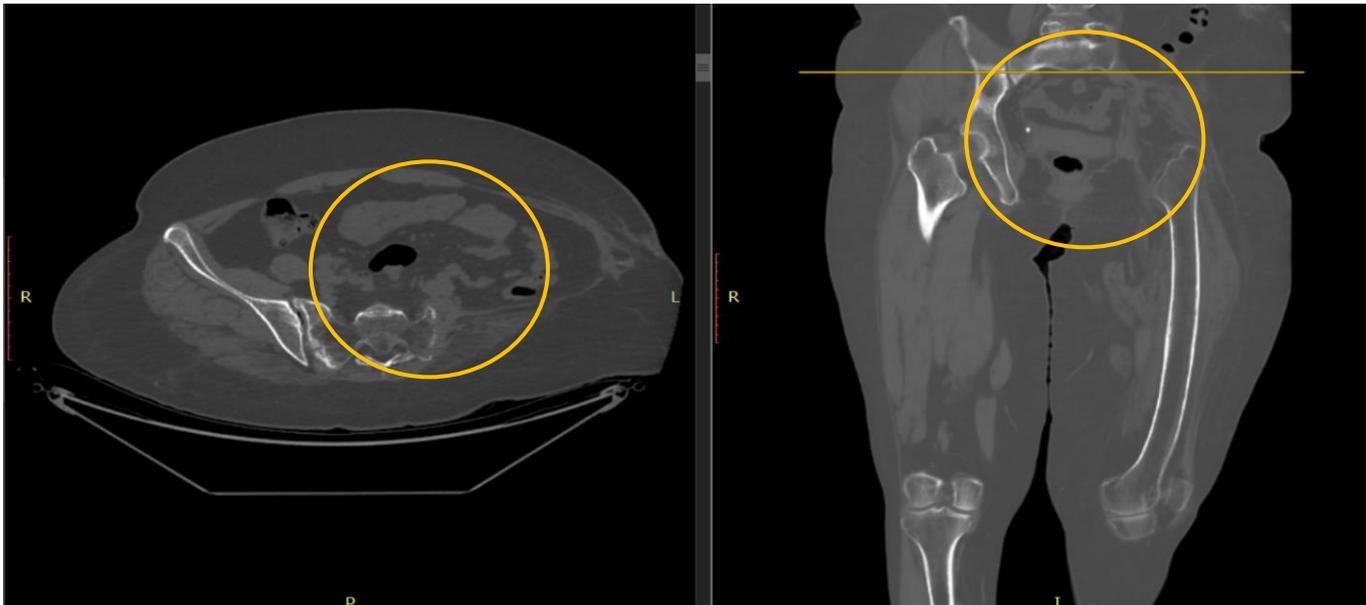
МСКТ костей таза без контрастного усиления: большой послеоперационный дефект левой половины таза (желтый круг), а – аксиальная проекция; б – коронарная проекция.
